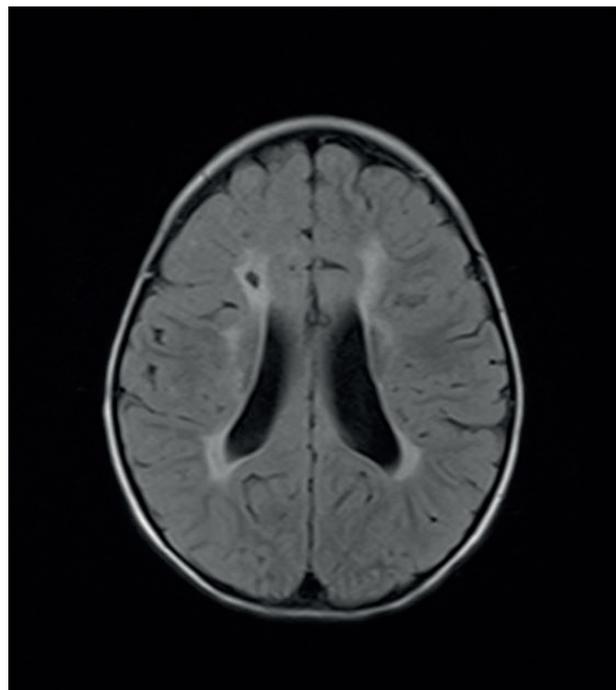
МРТ головного мозга. Пациент С., 8 мес. ПВЛ. Атрофические изменения лобных долей полушарий мозга.
